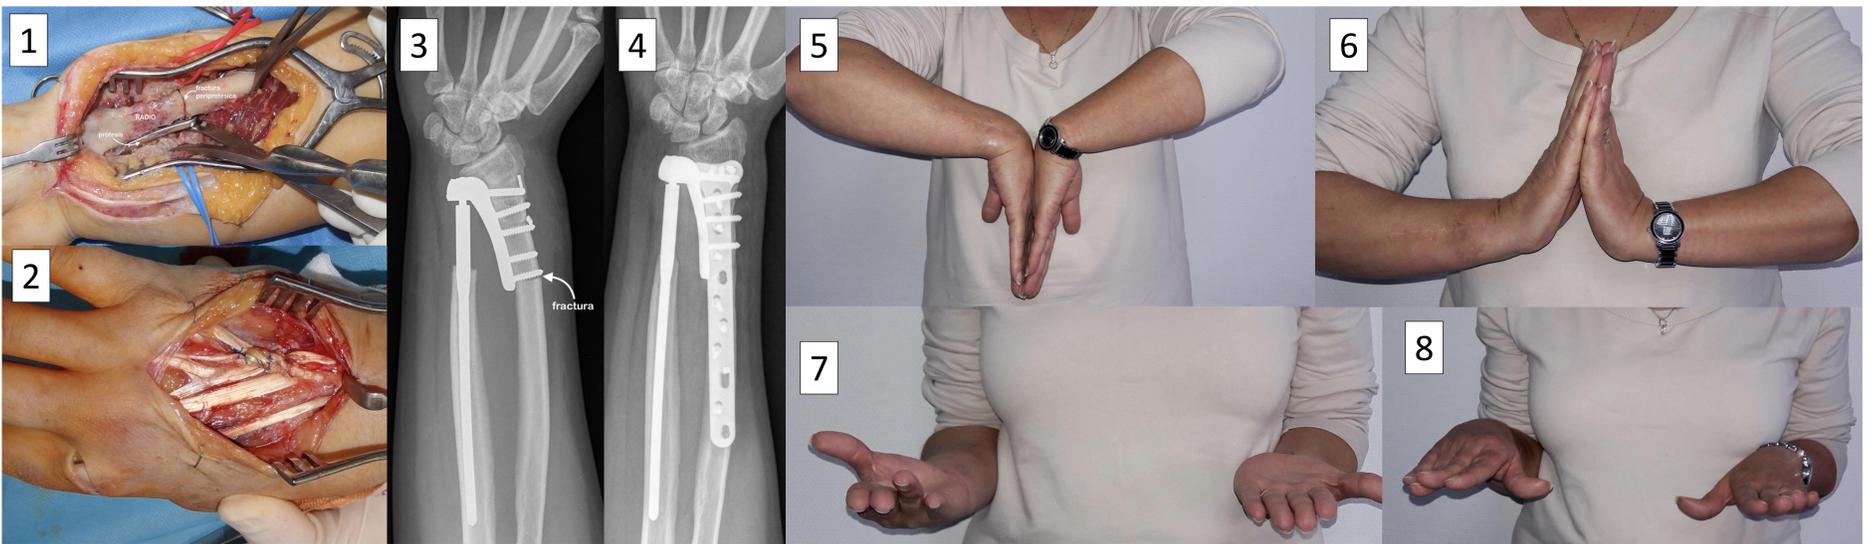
Imagen intraoperatoria de la fractura perimplante. 2.- Tenorrafia de los extensores incorporando el extensor propio del índice a los de 4º y 5º. 3.- Radiografía AP con fractura periprotésica a nivel del tornillo proximal. 4.- Radiografía AP tras osteosíntesis con placa metafisodiafisaria larga. 5 a 8.- Resultados funcionales tras 6'8 años de seguimiento donde se puede observar el balance articular tras la cirugía, además de la correcta función extensora del 4º y 5º dedo en las figuras 7 y 8.
